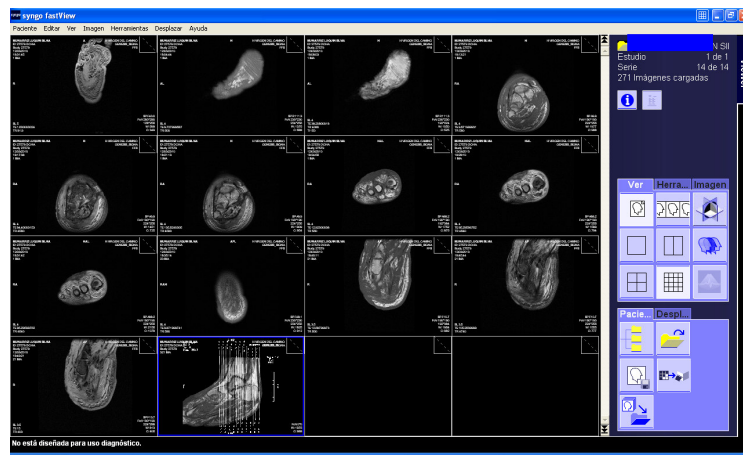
Imágenes de Resonancia Magnética.
